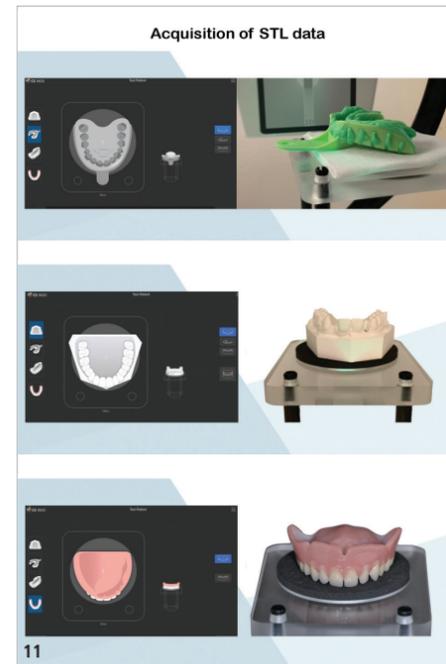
Mit der Scanfunktion des DVT-Gerätes ist es möglich, STL-Daten der analogen Abformung des Patienten, des Gipsabdrucks, einer Röntgenschablone oder der bestehenden Prothesen zu gewinnen.
